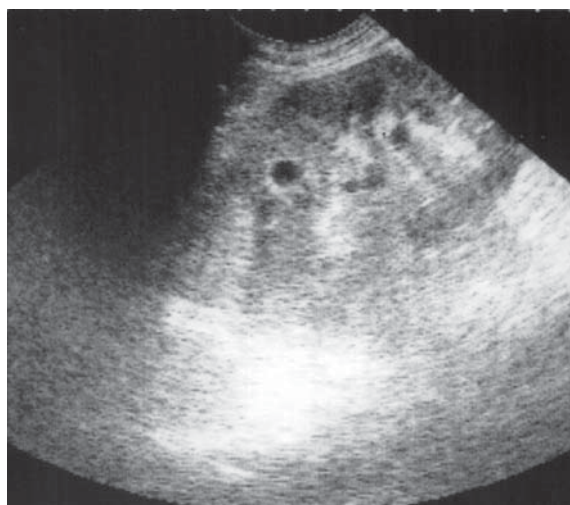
Rinichi spongios medular. Ecografie, secțiune longitudinală.
